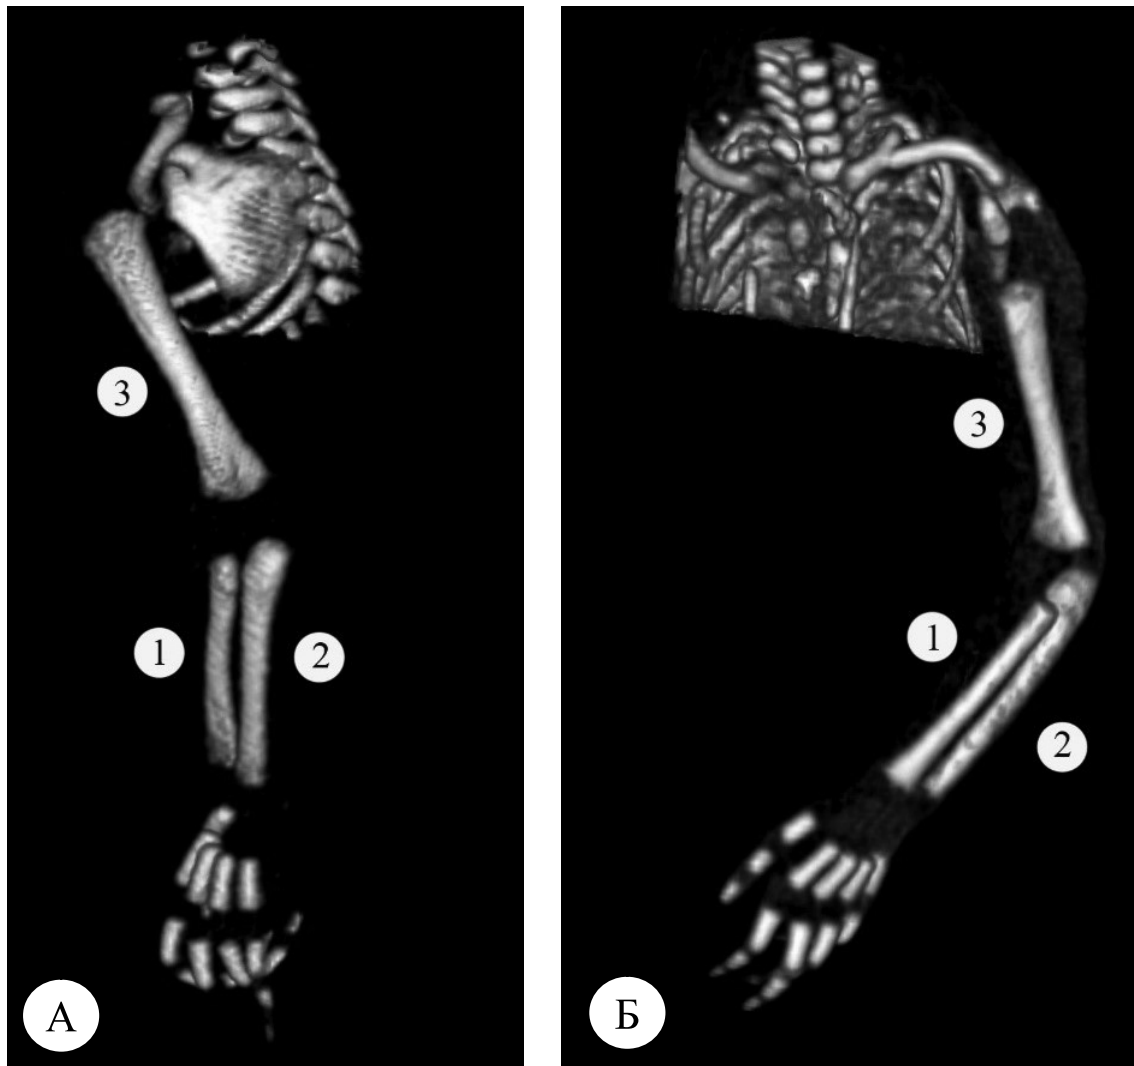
Комп'ютерно-томографічне зображення лівої верхньої кінцівки плода 210,0 мм тім'яно-куприкової довжини. Задньо-бічна (А) і передня (Б) проєкції: 1 – променева кістка; 2 – ліктьова кістка; 3 – плечова кістка.
